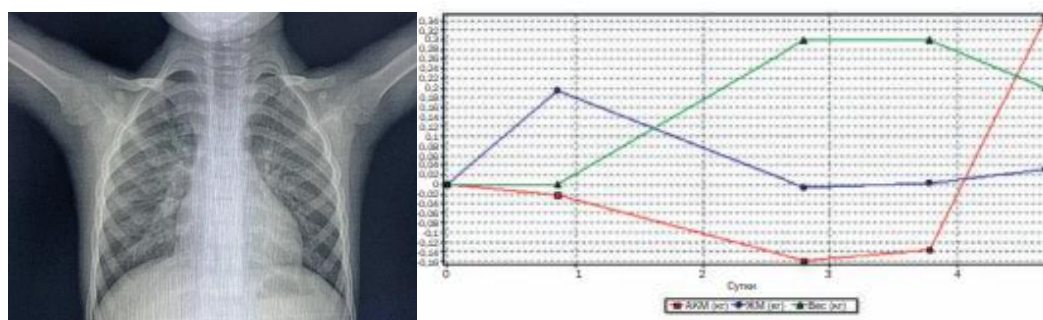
Рентгенограмма органов грудной клетки и биоимпедансограмма пациента К., 4 года
